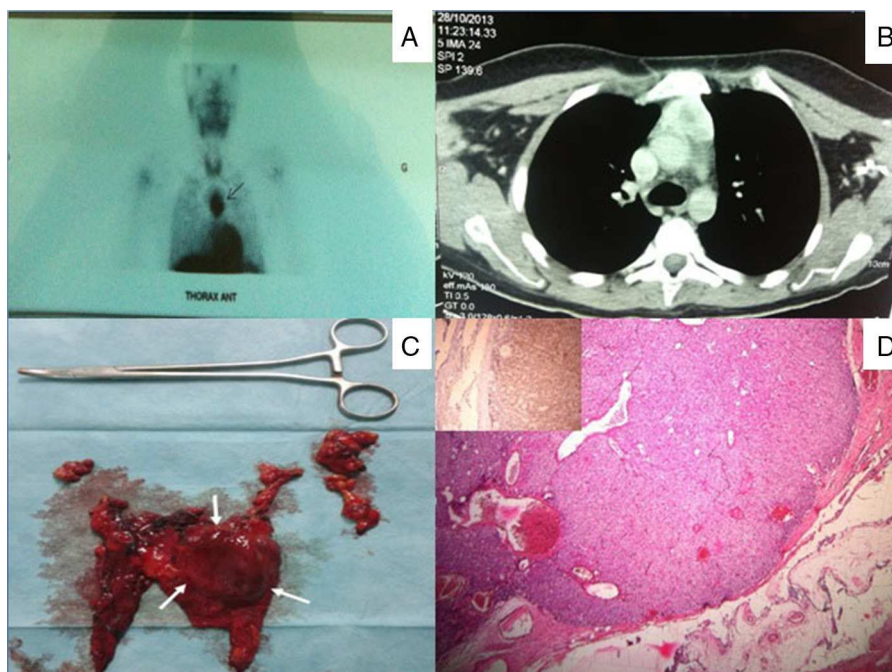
A) Estudio preoperatorio con ^{99m}Tc-MIBI mostrando un foco voluminoso de hipercaptación en el mediastino. B) TAC de tórax que muestra una gran masa situada en el área del timo del mediastino anterior. C) Imagen postoperatoria tras la timectomía total que muestra el adenoma paratiroideo ocupando casi todo el lóbulo izquierdo del timo. D) Histopatología postoperatoria donde se observa el adenoma paratiroideo rodeado de tejido normal del timo. Inmunotinción positiva para hormona paratiroidea (recuadro).
